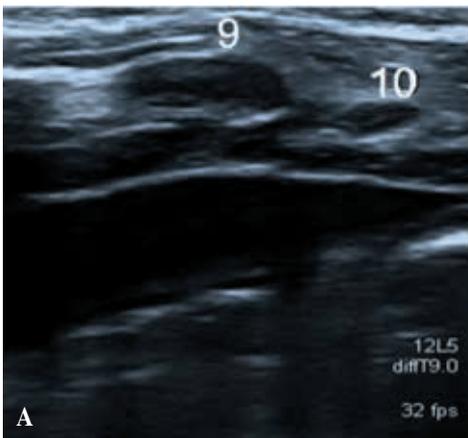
Imágenes realizadas con ecografía de alta resolución en la región torácica derecha baja en un paciente con SCD. Cortes transversos de costillas 9 y 10. A) En estado basal, en el que los dos cartílagos de las costillas se encuentran al mismo nivel. B) Con la maniobra de Valsalva, el 10º cartílago costal se desliza por debajo de la costilla superior, produciendo el pinzamiento de las estructuras intermedias.
